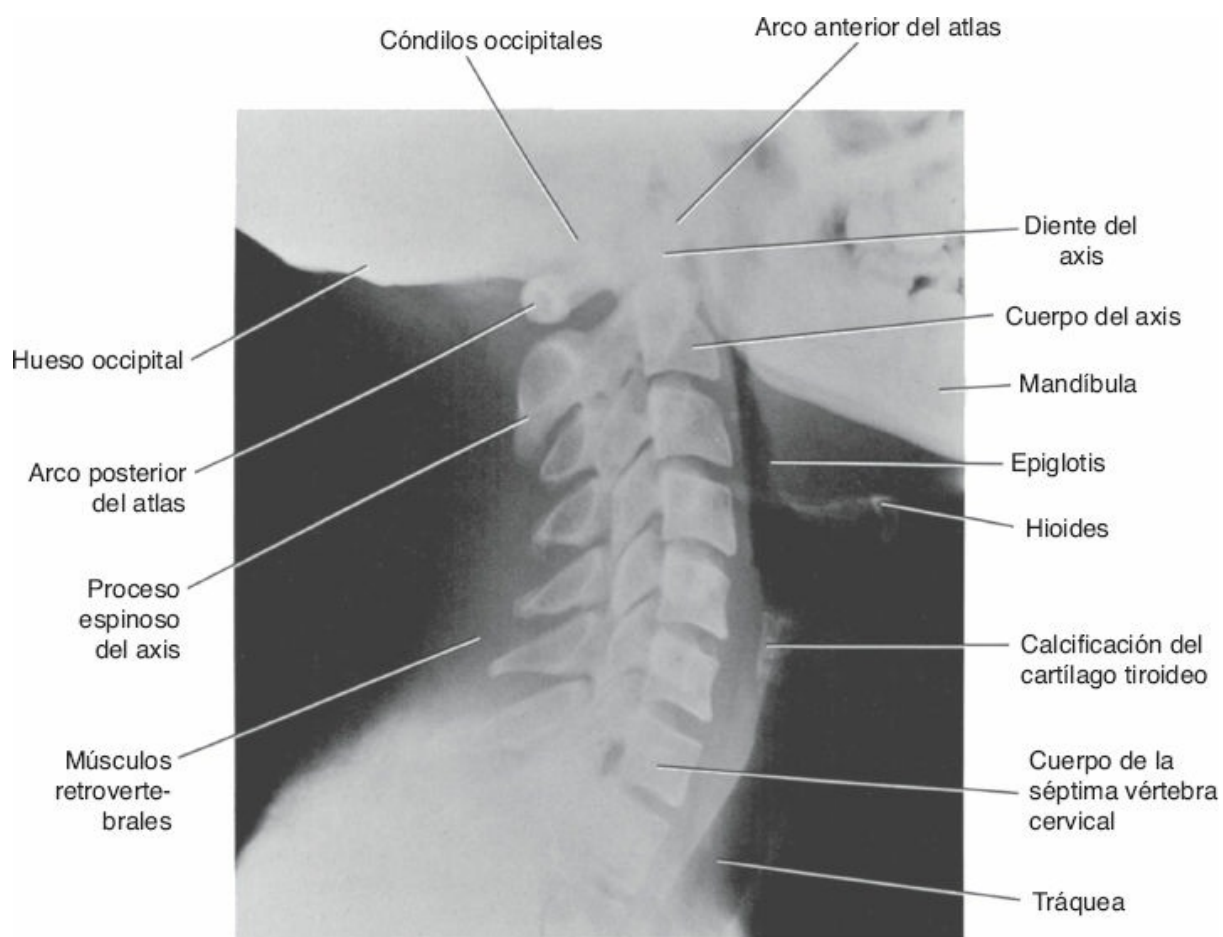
Radiografía lateral de la región cervical de la columna vertebral.
